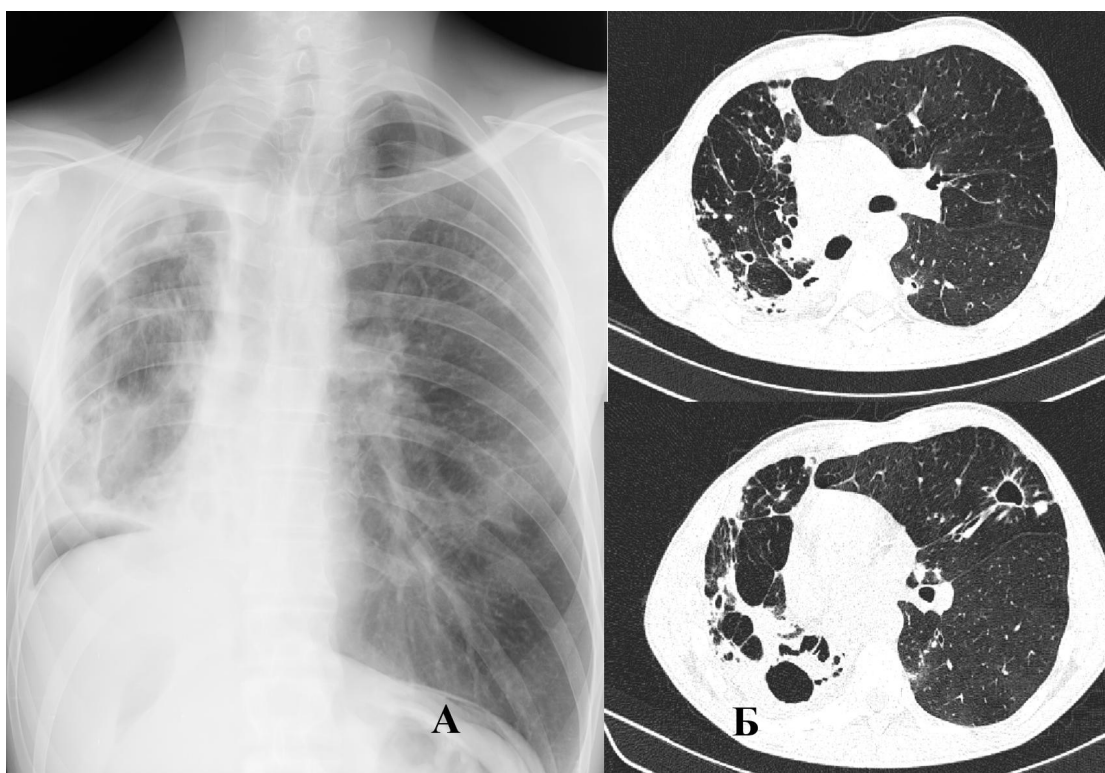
РГ (а) и КТ-исследования органов грудной клетки (Б) при поступлении
